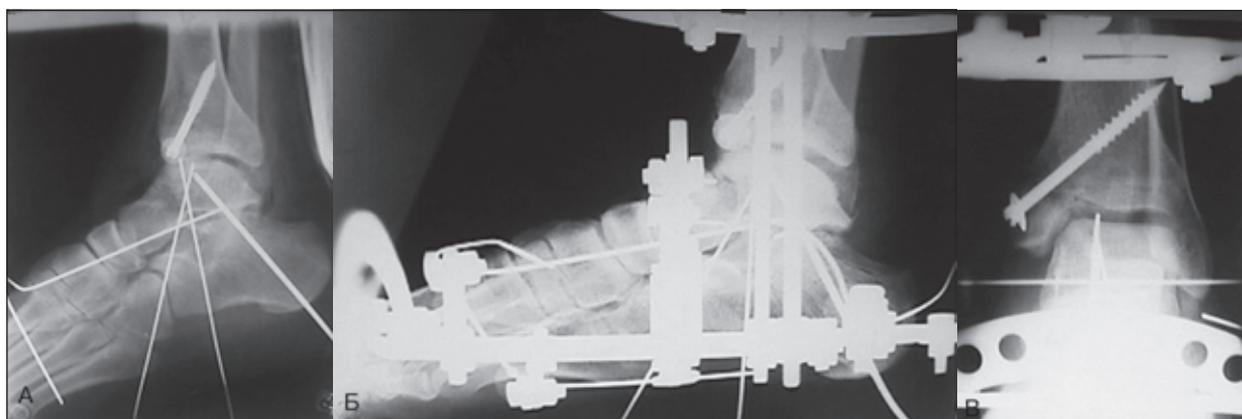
Фотоотпечатки рентгенограмм б-го К. на этапе операции: А) после остеосинтеза; Б), В) в комбинации с ЧКО
